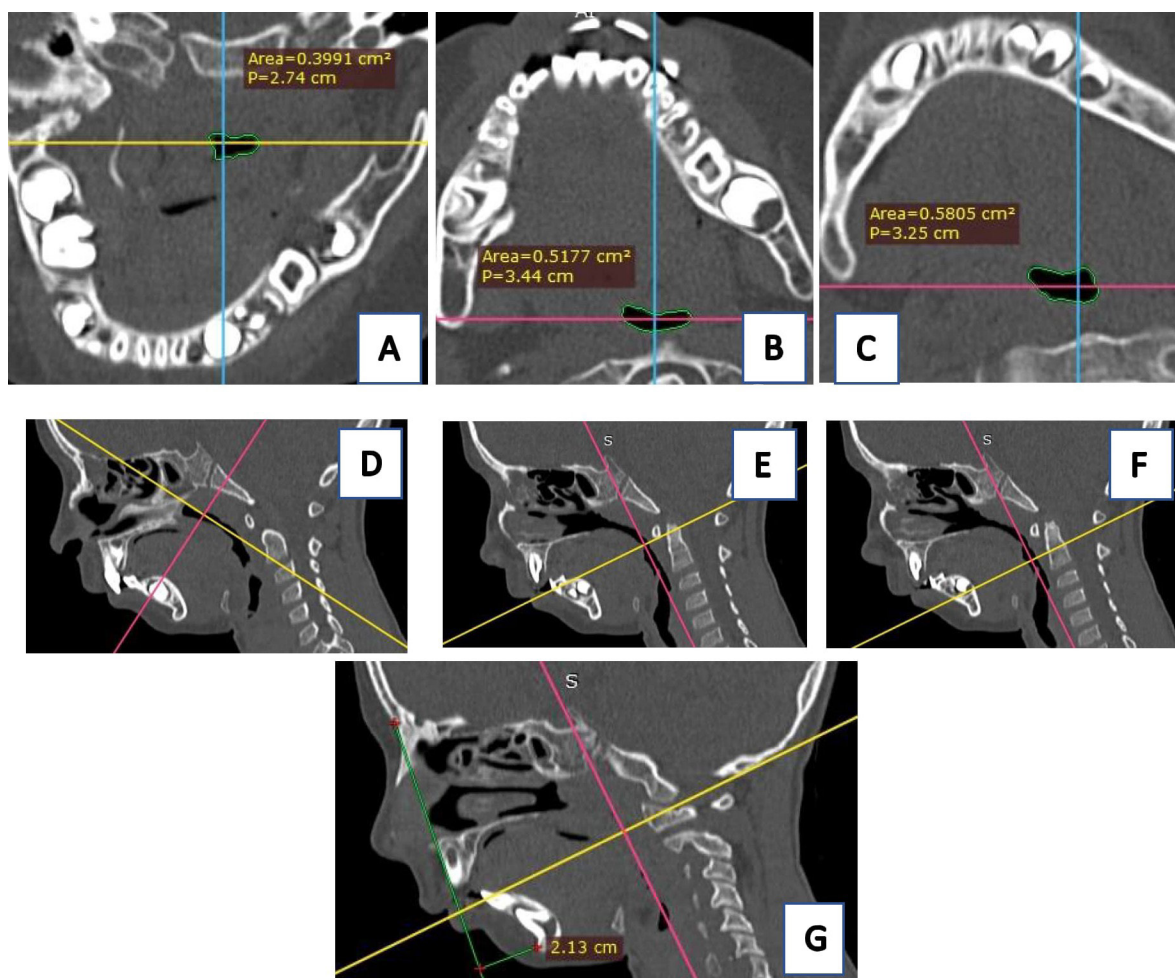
Фотография МСКТ того же больного в коронарной (А), аксиальной (В, С,) и в сагитальных проекциях (D, E, F, G). Проглотки: в области носоглотки (А), за язычком (В) и в области ротоглотки (С). Проекция данных областей в сагитальных проекциях (D, E, F). G- Картина ретро-микрoгeнии.
